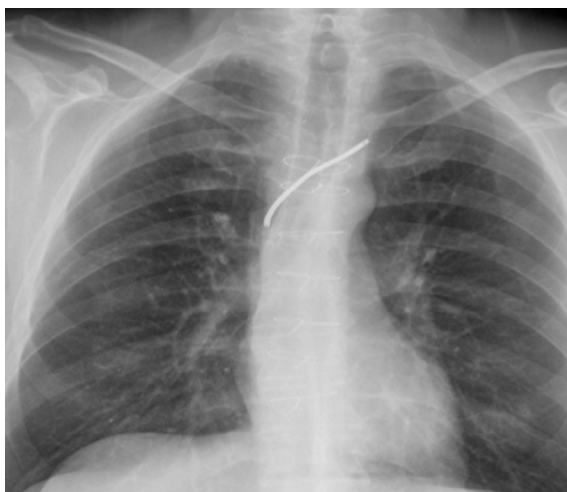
Radiografía de tórax con fragmento residual de catéter venoso central.
